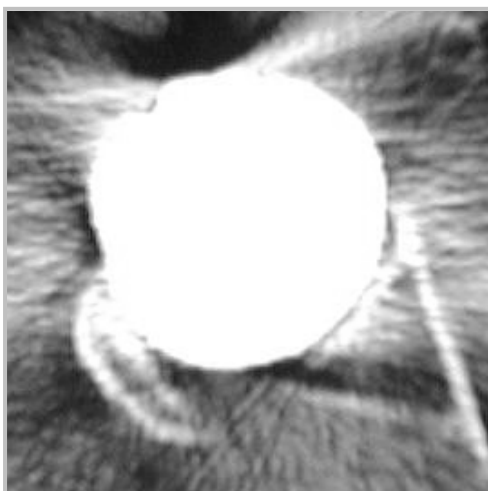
TC - Consolidació absent
